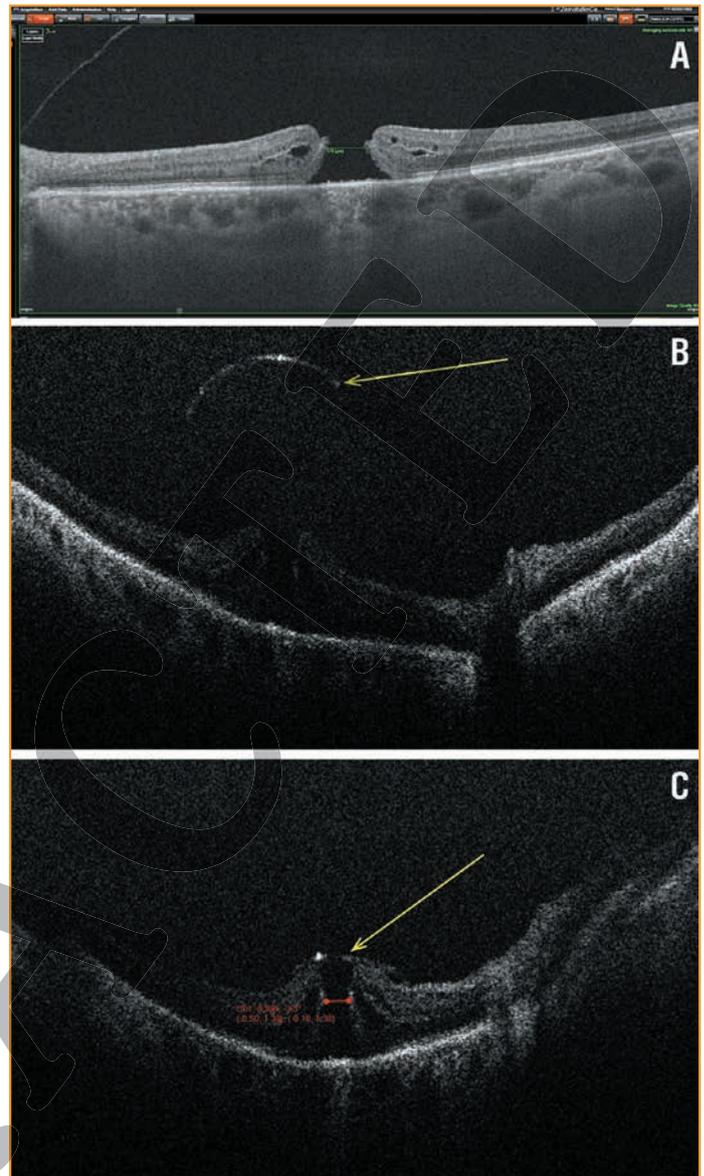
Оптические когерентные томограммы МО пациентки Ф.
